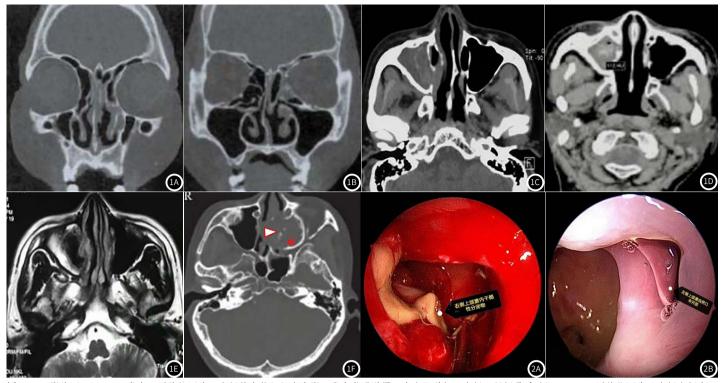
MSCT影像图。1A-1B: 鼻窦CT冠状位图像,左侧筛窦软组织密度影,鼻窦黏膜增厚,内直肌增粗,左侧眶纸板骨质破坏; 1C: CT冠状位图像示右侧上颌窦混浊,骨质增厚,CT值110~150HU,窦腔中高密度影,累及上颌窦前内壁夹角、泪前隐窝、前齿槽隐窝; 1D: 轴位扫描可见气泡影; 1E: CT冠状位示右上侧上颌窦腔黏膜高度水肿,窦腔内呈空信号; 1F: 鼻窦CT轴位骨窗扫描,显示上颌窦内斑点状钙化影,上颌窦内壁、鼻中隔中后段骨质吸收(△)及窦腔后壁骨质增生(▲)。图2 鼻内镜检查图。2A: 右侧上颌窦内见干酪样分泌物、息肉样组织生长,水肿; 2B: 右侧上颌窦自然口狭窄,未开放。
